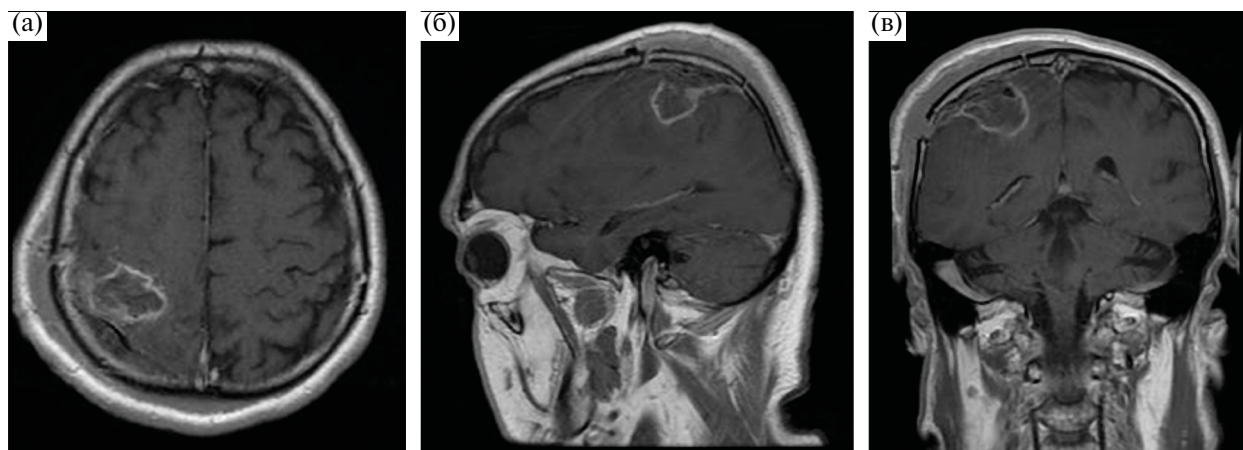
Контрольная МРТ у пациента после микрохирургического удаления глиобластомы правой теменной доли, режим T1 + C. (а) — аксиальная проекция; (б) — сагиттальная проекция; (в) — фронтальная проекция.
